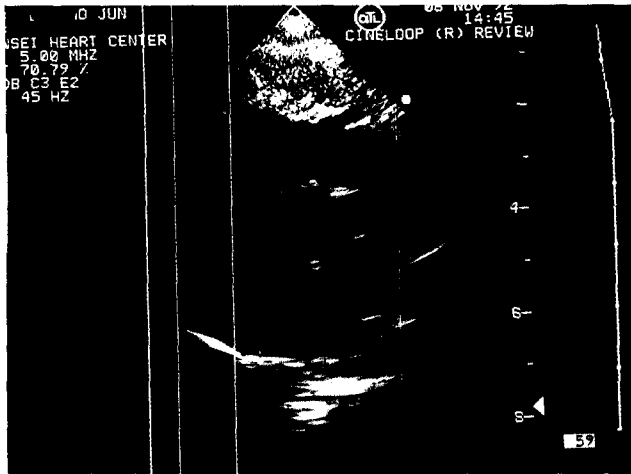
술후 심초음파소견. 우심실유출로에 남아있는 종괴는 관찰되지 않음.
